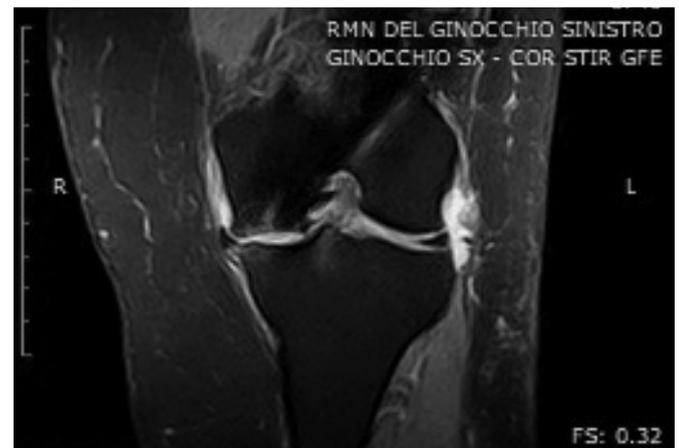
caso 2, RMN a 9 mesi dall'intervento
